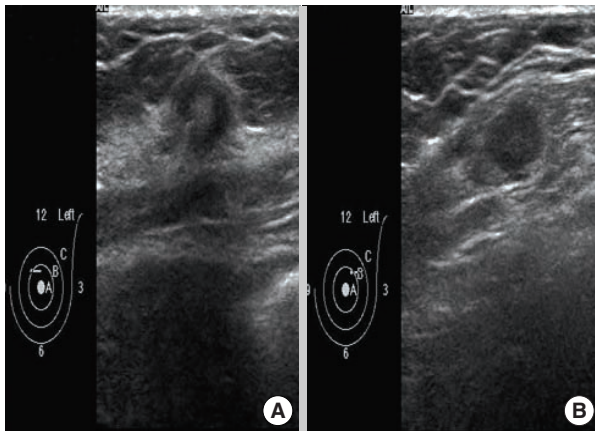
Breast sonography. (A) A 1.2 cm sized mass is noted in the 12 o'clock direction in the left breast. (B) A 0.8 cm sized oval shape mass is noted in the 1 o'clock direction in the left pectoralis muscle.
